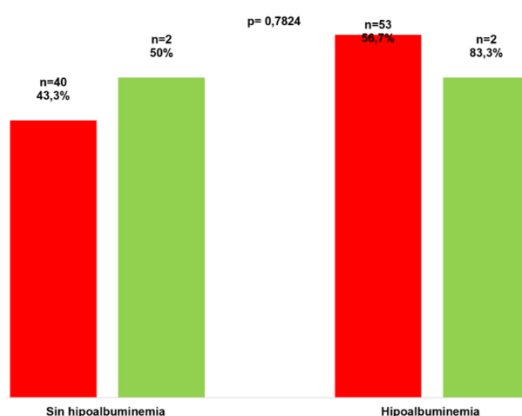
Hipoalbuminemia vs fuga capilar por ecografía
